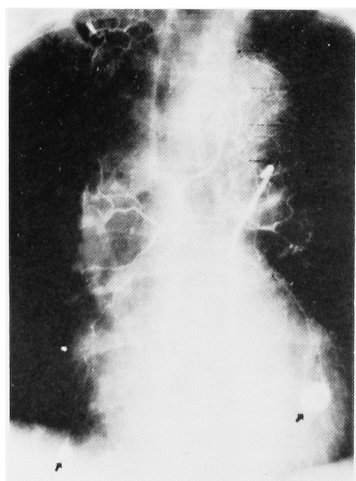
Left bronchial arteriogram demonstrates four metastatic lesions including two new metastases which could not be detected by the chest x-ray and tomography
